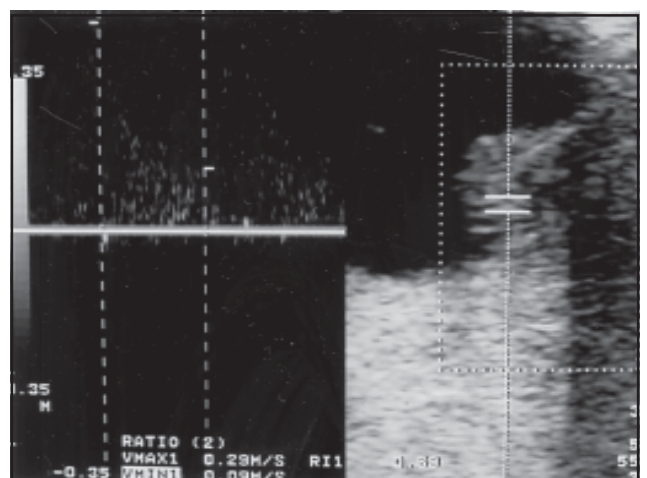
Doppler de melanoma: espectro arterial de baja resistencia.
